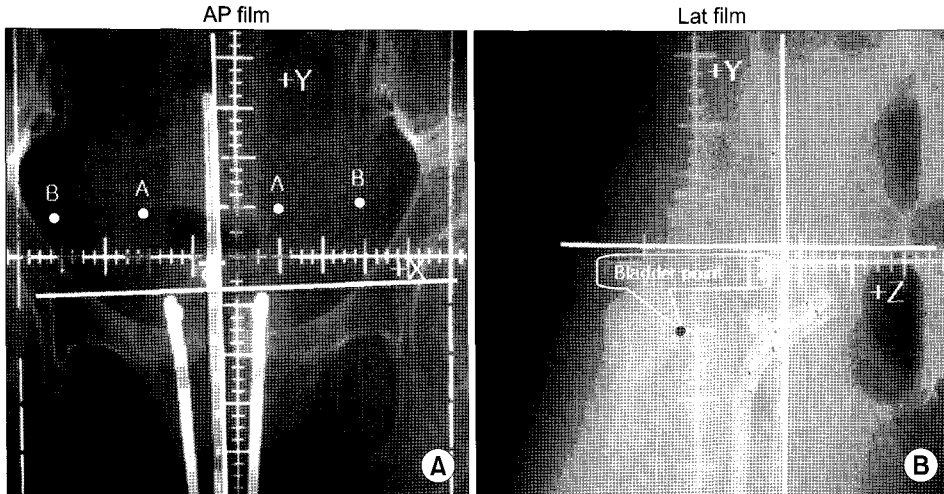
Showing a set of orthogonal radiographs. In the lateral radiograph, with barium inject in rectal sound to mark the position, line is drawn from the inner aspect of the canal to the rectal reference point and thus to the sacrum at S1-S2 (B). The three points are located along this angulated line: one 2 cm caudad to the rectal reference point and another point cephalad at 2 cm.
